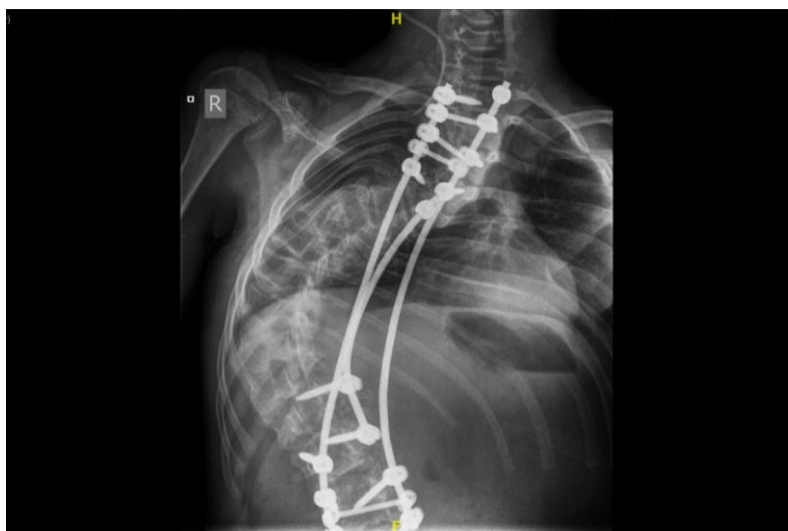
Рентгенография позвоночника пациент С. после оперативного лечения.
